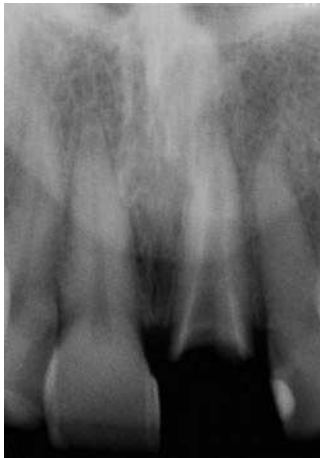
Para la elección del diámetro óptimo del implante se midió en la situación inicial periapical la anchura mesiodistal de la sección de raíz coronal.
